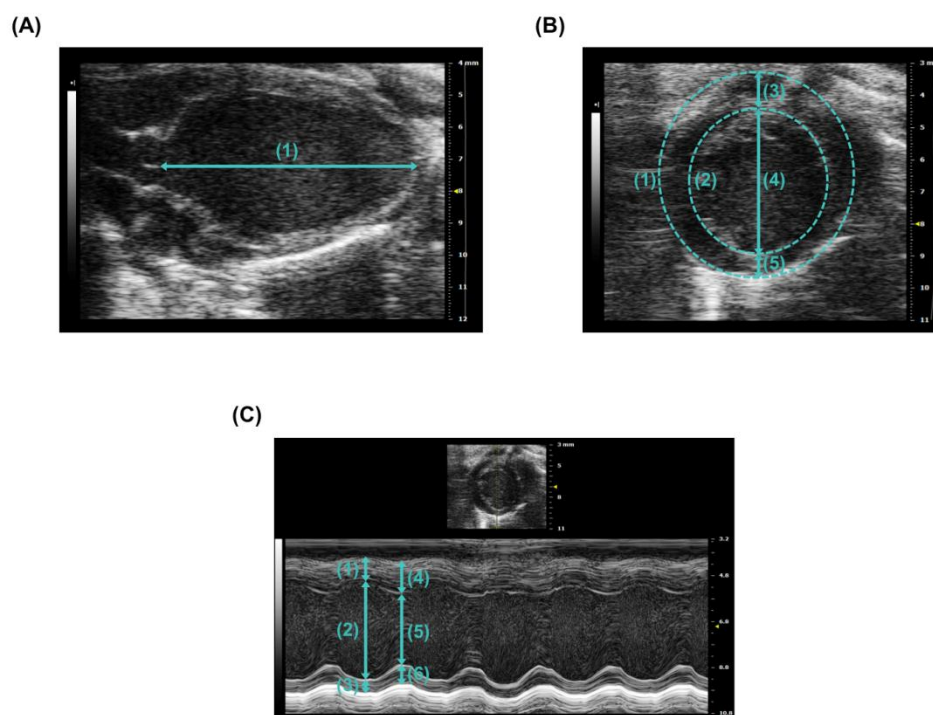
Exemplarische echokardiographische Aufnahmen mit Darstellung der Messparameter. (A) Aufnahme der parasternalen Längsachse im B-Mode mit (1) linksventrikulärem Längsdurchmesser (L). (B) Aufnahme der parasternalen kurzen Achse im B-Mode mit (1) Umrandung der linksventrikulären äußeren (intraepikardialen) Fläche, (2) Umrandung der linksventrikulären inneren (intraendokardialen) Fläche (Area), (3) linksventrikulärer Vorderwanddicke (AWTh), (4) linksventrikulärem innerem Querdurchmesser (LVID), (5) linksventrikulärer Hinterwanddicke (PWTh). (C) Aufnahme der parasternalen kurzen Achse im M-Mode mit (1) linksventrikulärer Vorderwanddicke in der Diastole (AWTh_d), (2) linksventrikulärem innerem Querdurchmesser in der Diastole (LVID_d), (3) linksventrikulärer Hinterwanddicke in der Diastole (PWTh_d), (4) linksventrikulärer Vorderwanddicke in der Systole (AWTh_s), (5) linksventrikulärem innerem Querdurchmesser in der Systole (LVID_s), (6) linksventrikulärer Hinterwanddicke in der Systole (PWTh_s).
